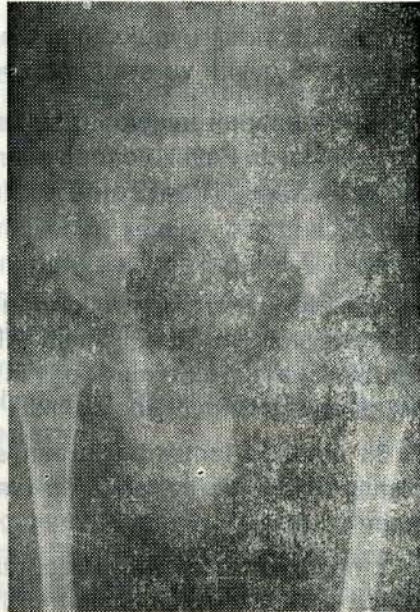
1 — A.A. 3 aylık kız. Ön-arka grafide bilateral asetabular displazi görülmekte.
